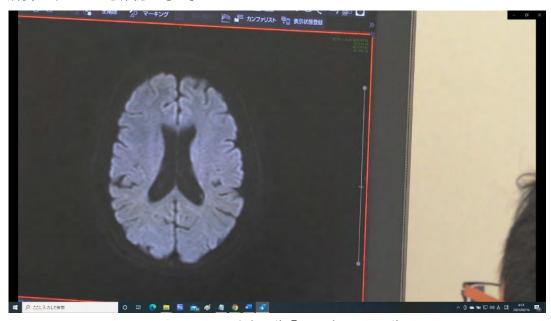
診察画像①(頭部 MRI 画像)
